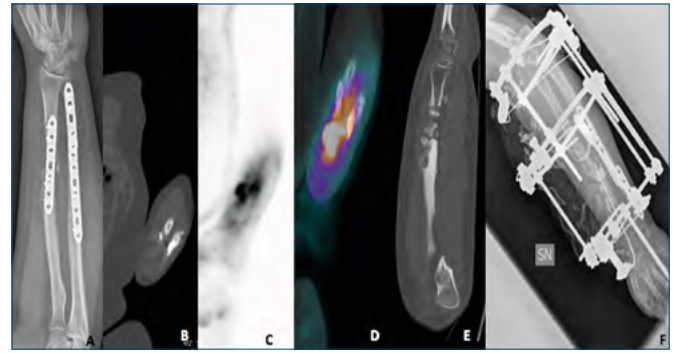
Uomo di 26 anni in seguito ad un incidente d'auto riporta una frattura biossea di avambraccio. Eseguiti i controlli radiografici di routine abbiamo diagnosticato una frattura bifocale di ulna e una frattura pluriframmentaria di radio. Abbiamo trattato le fratture con una doppia placca LCP da 3.5 all'ulna e una placca LCP 3.5 al radio. Dopo 6 mesi il paziente ha eseguito un controllo radiografico (A) e una TC (B) dell'avambraccio sinistro. A livello del radio è stata evidenziata la mancanza di callo osseo. La PET (C) e la PET/TC con $[^{18}\text{F}]\text{FDG}$ (D) hanno mostrato un aumento della captazione del radiofarmaco a livello della diafisi radiale, suggestivo per una pseudoartrosi settica. In seguito abbiamo rimosso le placche ed eseguito esami colturali su prelievi intraoperatori (E). Per l'intervento finale è stato eseguito un accurato debridement, con resezione ossea, l'utilizzo di un sostituto osseo, un'osteotomia radiale prossimale e l'applicazione di un fissatore esterno secondo Ilizarov.
